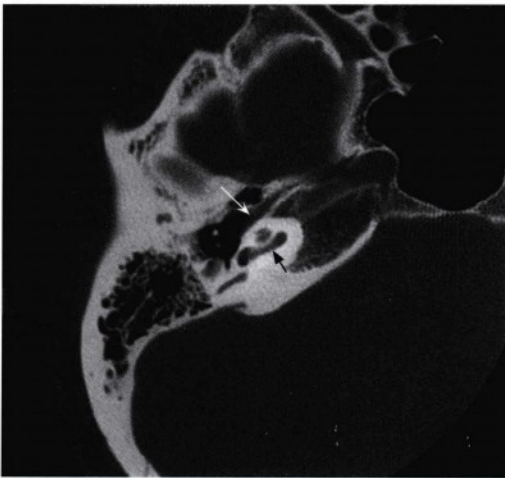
耳蜗底层(黑箭头)水平的轴位CT骨窗图像显示鼓膜张肌(白箭头),易与面神经鼓室段相混淆,但通过对比上下层之间的图像可以辨别,因为鼓膜张肌与面神经并不接续。
